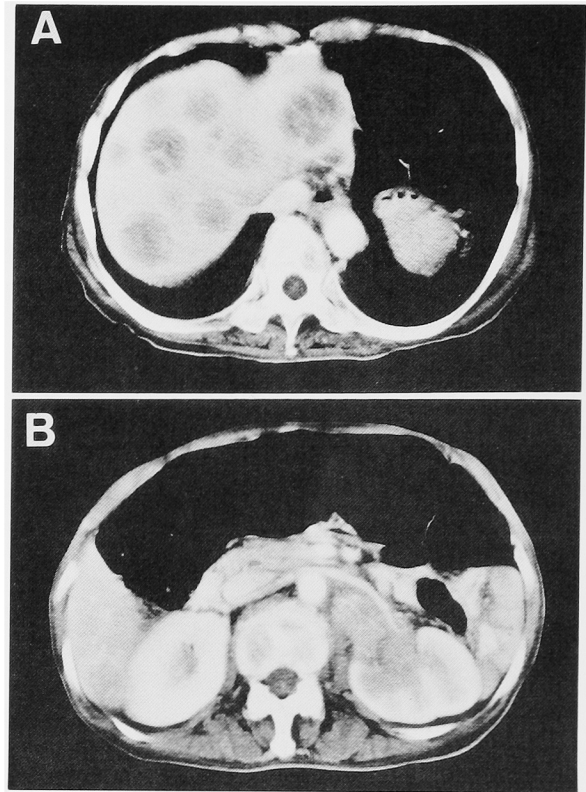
Enhanced abdominal computed tomography. A: Multiple heterogenous-density masses were seen in the liver. B: Soft-tissue-density mass was seen in the left renal pelvis.
